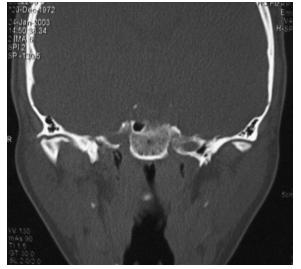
Tomografia computadorizada corte coronal, após 1 ano.
